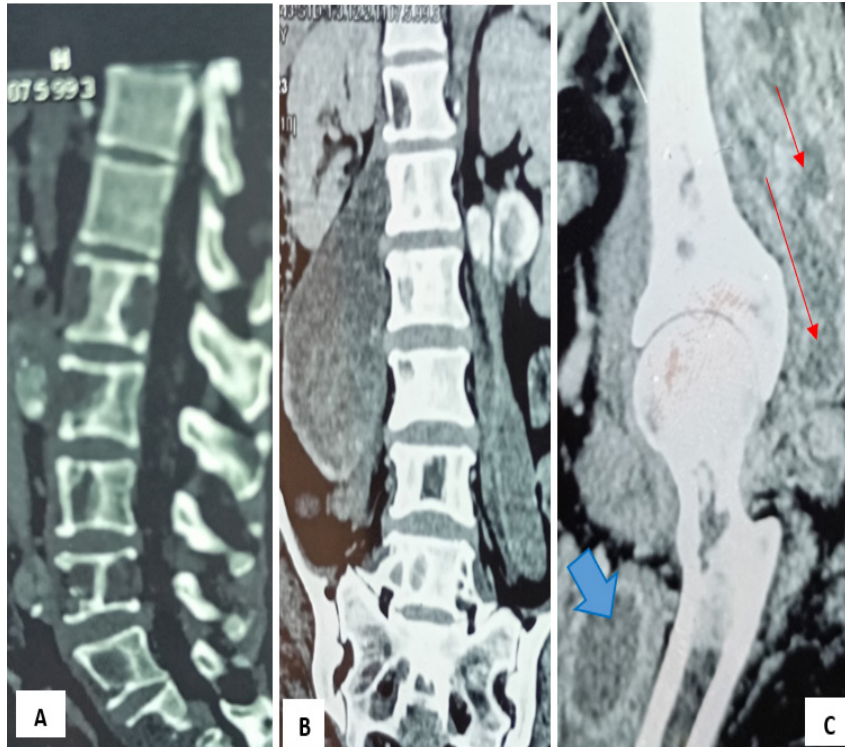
TDM du rachis lombaire et du bassin : spondylites étagées de L2 à S2 (A) avec de volumineux abcès calcifiés des muscles iléo-psoas (B), une ostéoarthromyosite de la hanche gauche et une myosite de la cuisse gauche (C)
